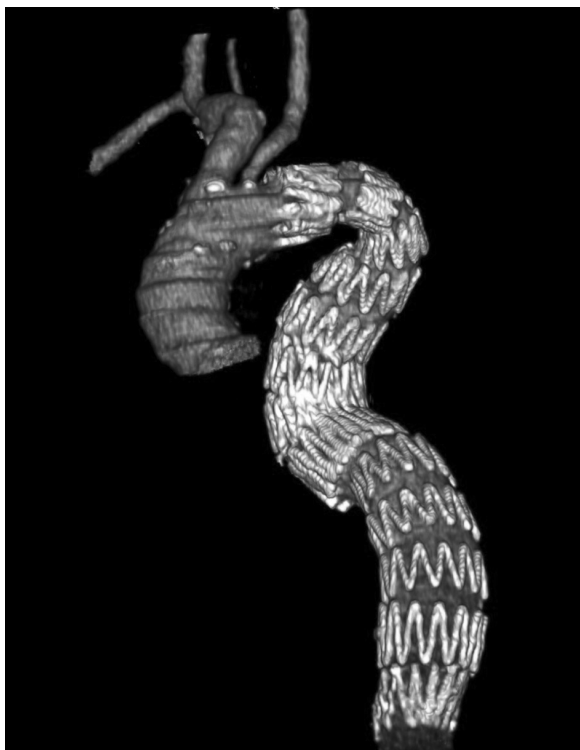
Postoperative CT imaging
